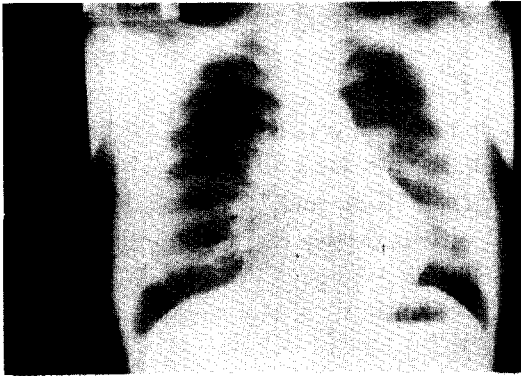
술전 결핵의 소견을 보이지 않는 흉부 방사선 사진.
